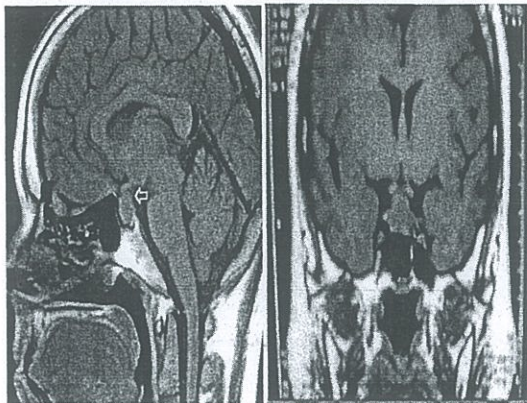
RMN antes del tratamiento donde se señala la presencia de prolactinoma
